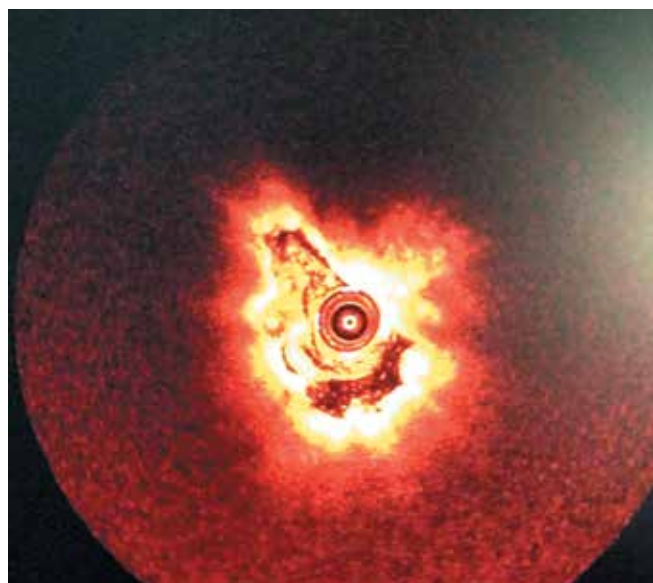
Оптическая когерентная томография (фото): вид уретры изнутри ее неизменной части
